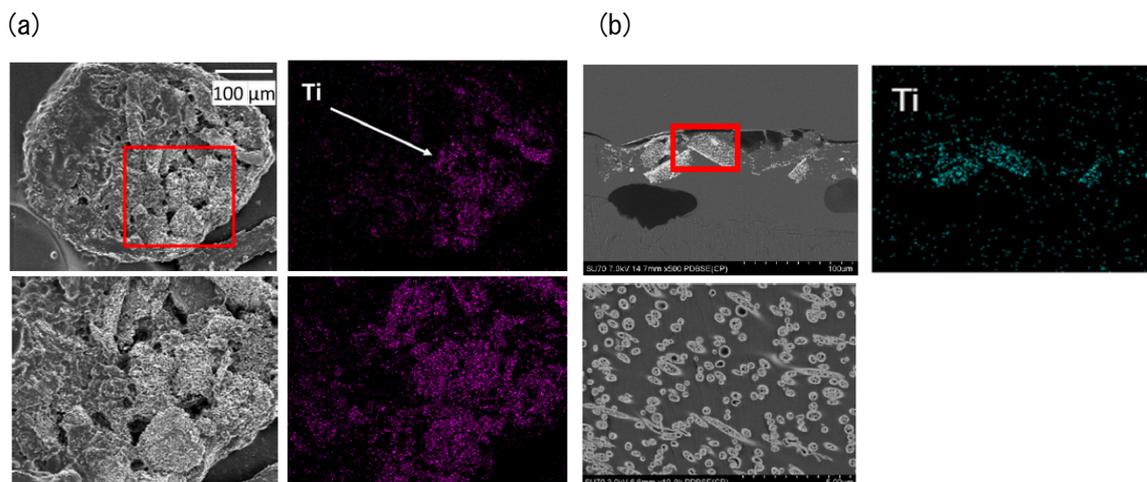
チタン繊維を含有したヒト間葉系幹細胞からなる細胞凝集体の走査型電子顕微鏡観察およびチタンに対するエネルギー分散型X線分析
